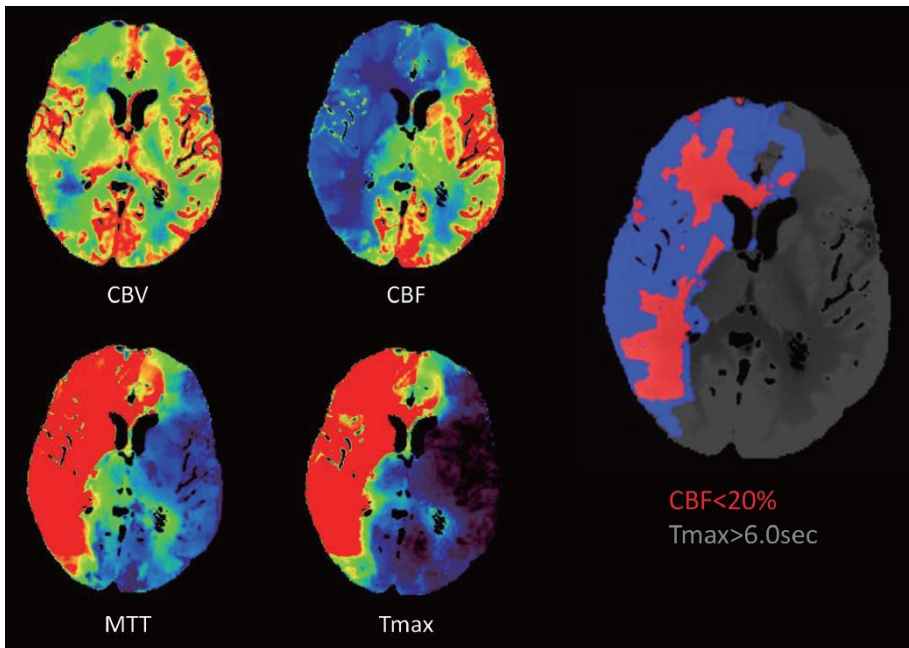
Fast Stroke CT Perfusion
